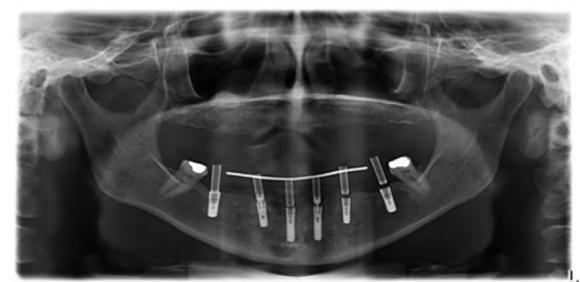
Ortopantomografia de controlo, após extração dos caninos inferiores e colocação de ponte provisória sobre implantes.
